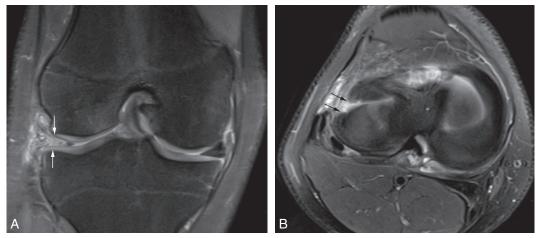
a. Coupe IRM coronale T2 : absence du ménisque sur une coupe (ménisque fantôme). b. Coupe IRM axiale T2 du même patient : le ménisque fantôme correspond à une lésion radiaire complète s'étendant du bord libre du ménisque radialement vers la périphérie.
